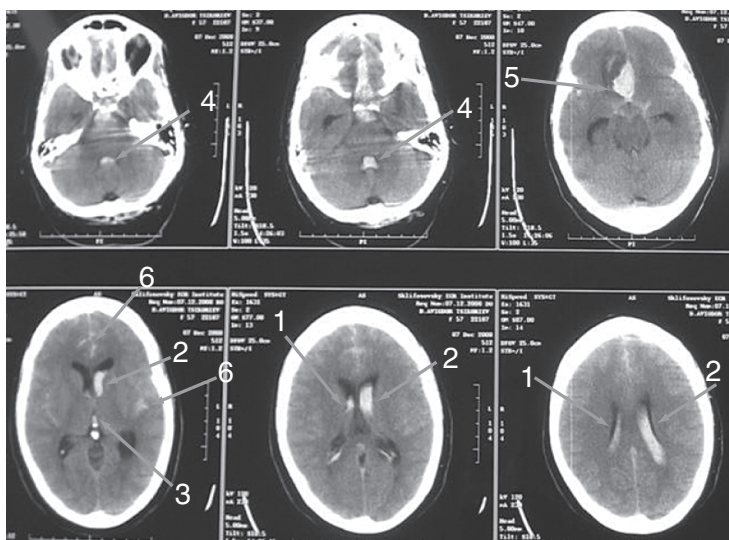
КТ головного мозга больного с разрывом аневризмы передней соединительной артерии. На аксиальных срезах определяется кровоизлияние в правый (1) и левый (2) боковые, III (3) и IV (4) желудочки мозга, внутримозговая гематома в правой лобной доле (5), диффузное САК (6). IV желудочек расширен. Оценка по шкале D.A. Graeb — 8 баллов, по шкале С.М. Fisher — III степень
